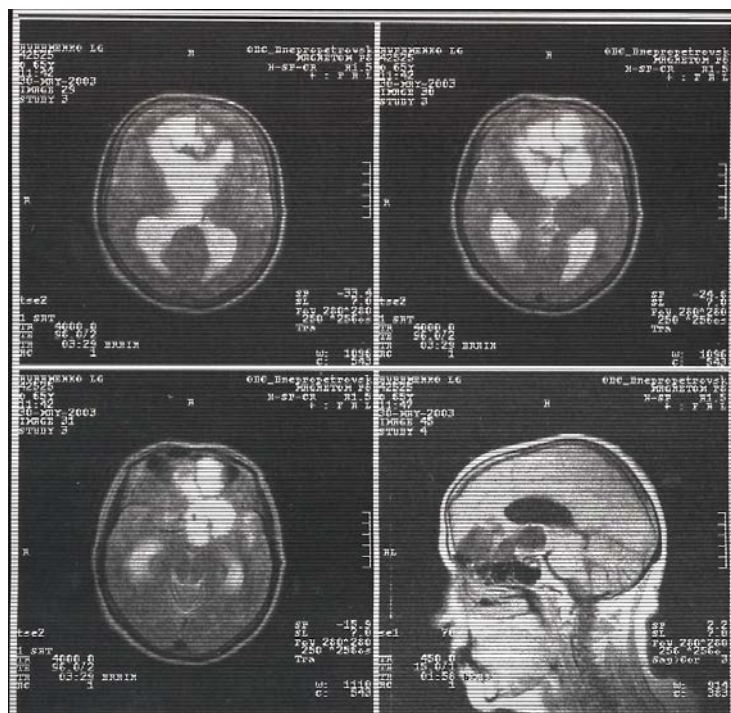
МРТ хворої з гігантською ЕПГМ. Чітко візуалізується проростання пухлини у третій шлуночок, виражене гідроцефальне розширення бічних шлуночків з перивентрикулярним набряком
